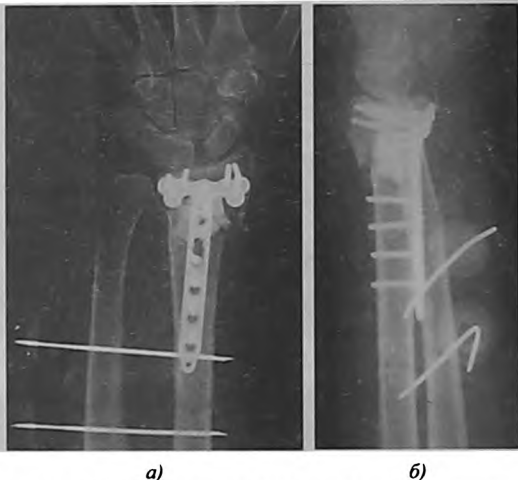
Рентгенограммы больной Ф. после операции в прямой (а) и боковой (б) проекциях. Длина лучевой кости восстановлена, импрессионный дефект восполнен биокомпозитом; вывих головки локтевой кости вправлен, произведена диафиксация костей предплечья.
